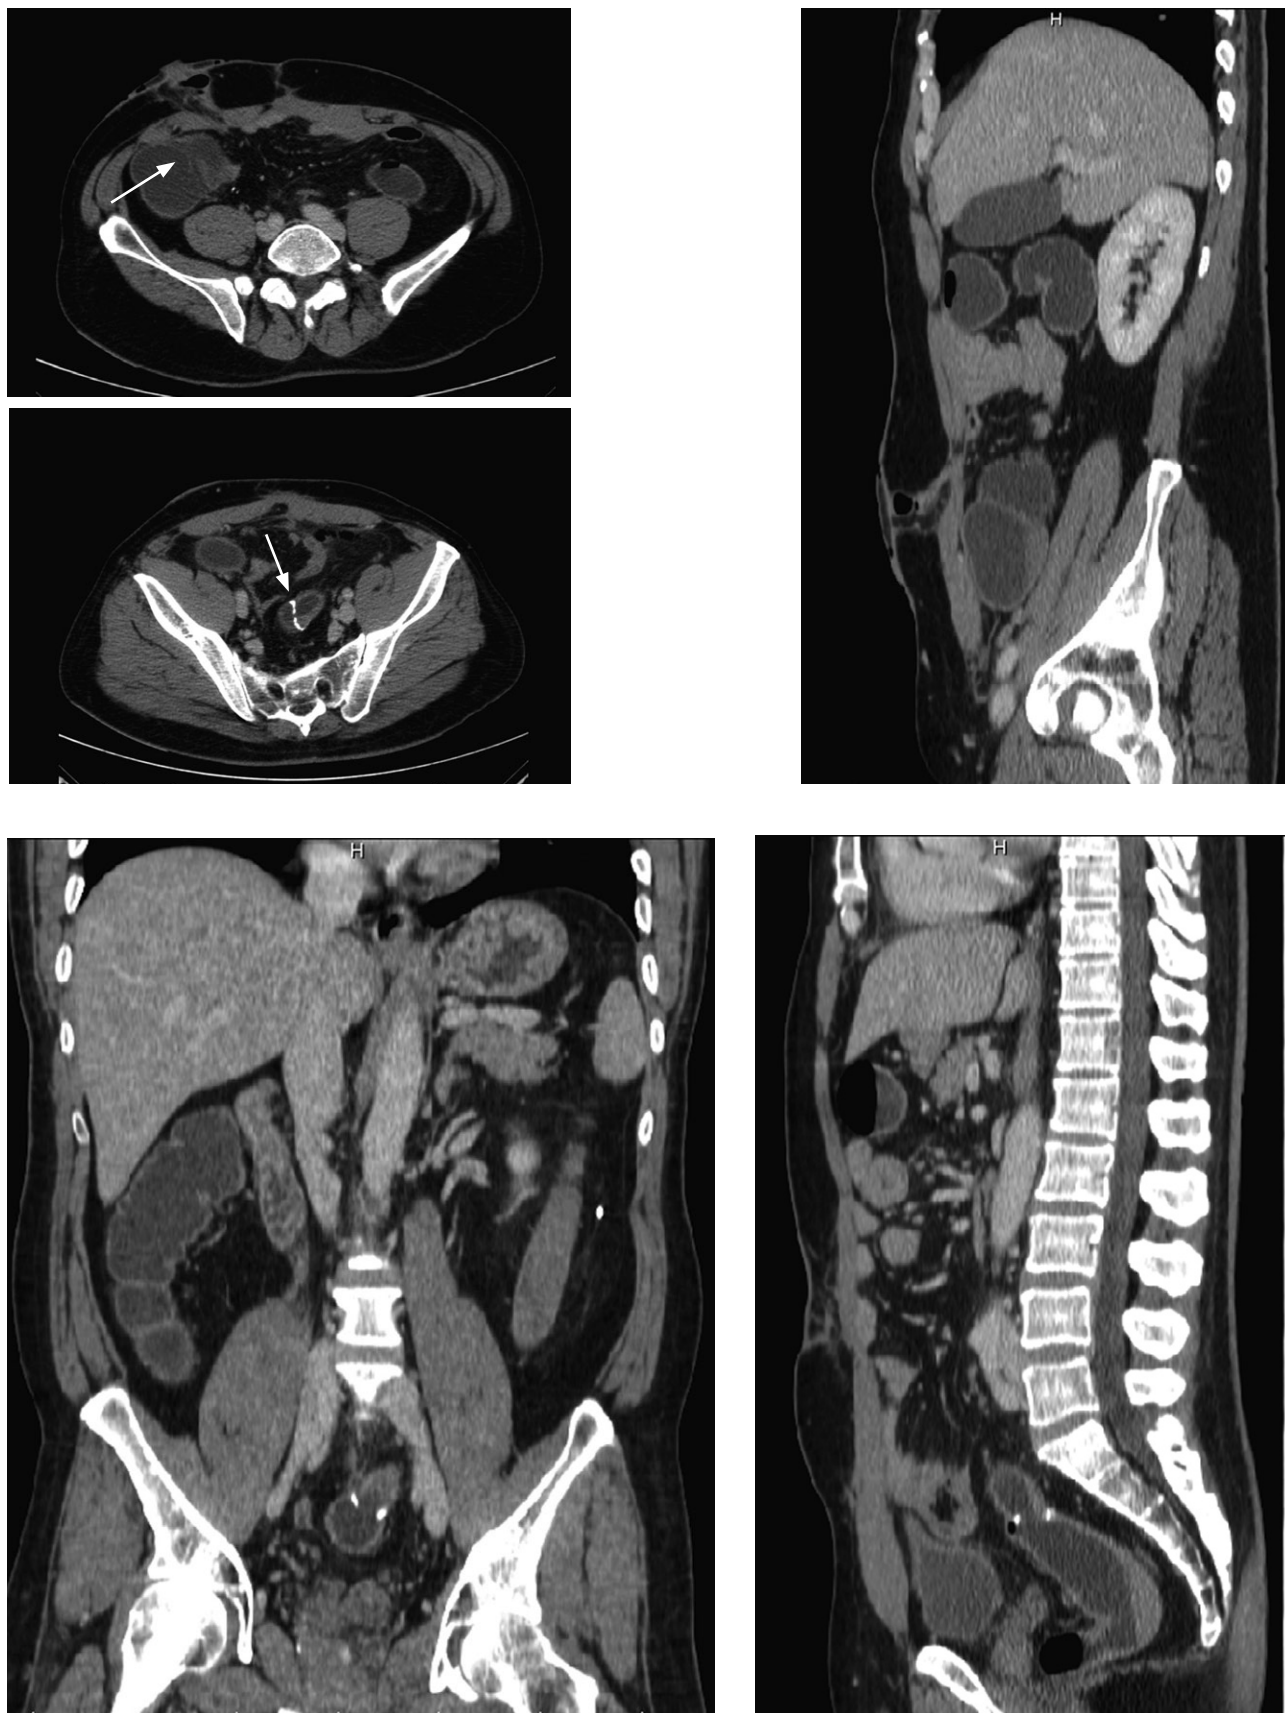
Divertikulitída. CT multiplanárna rekonštrukcia.
